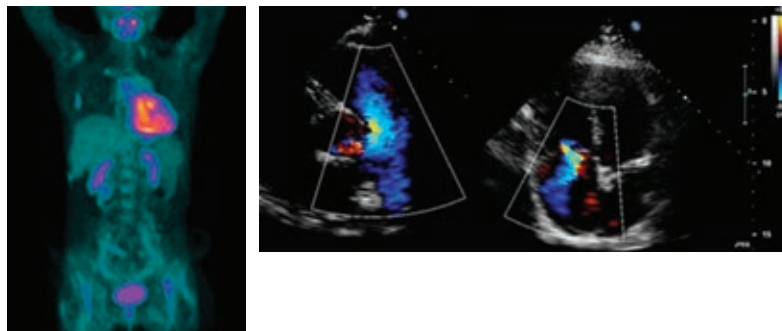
Ecocardiograma: hallazgos en relación a tromboembolia pulmonar, fracción de expulsión del 33%, hipocinesia generalizada. Ventrículo derecho dilatado con disfunción sistólica, signos ecocardiográficos sugerentes de trombo en rama derecha de la arteria pulmonar, hipertensión pulmonar moderada. PET con (18-FDG): hipertrofia y dilatación del ventrículo derecho, alteraciones de la captación de la pared lateral del ventrículo izquierdo.
